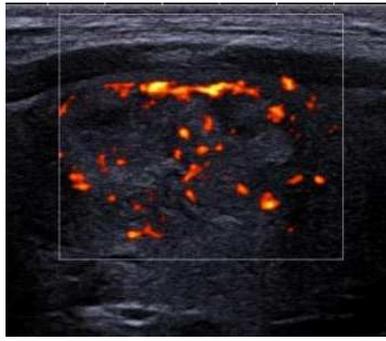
Le Doppler puissance
